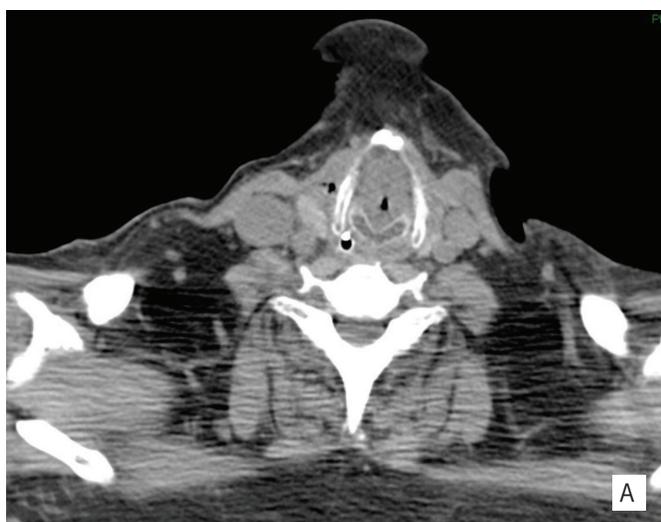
Caso clínico 2: TC cervical sem contraste endovenoso, em que é visível espessamento simétrico e regular das cordas vocais, com nodularidade anterior, estendendo-se até à região da traqueostomia com obstrução da laringe predominantemente infraglótica.
